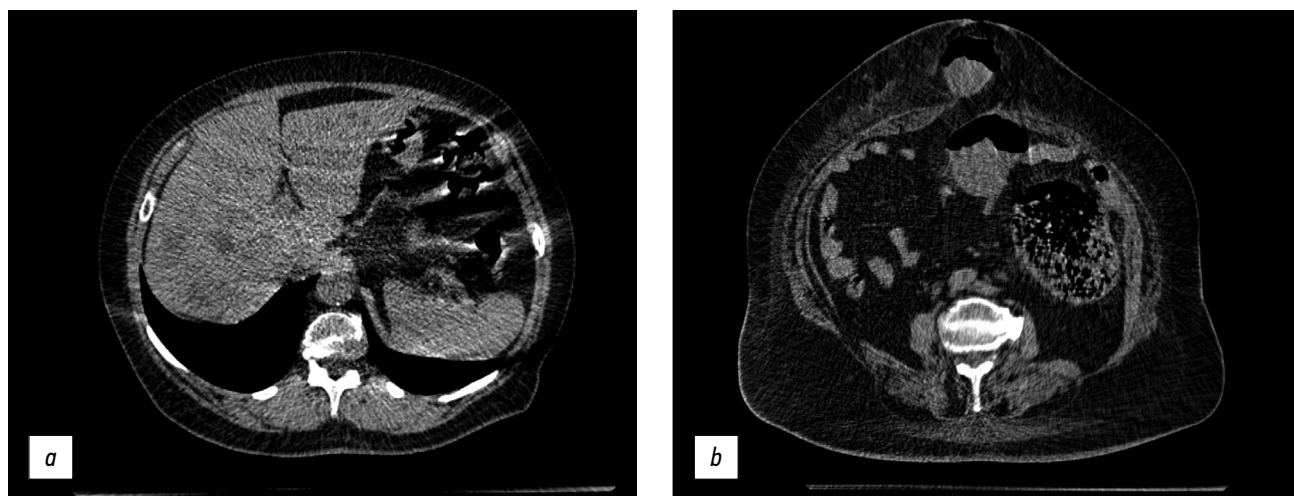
Аксиальные компьютерно-томографические изображения органов брюшной полости: *a* — КТ-картина многочисленных гиподенсных образований обеих долей печени, артефакты спирального сканирования и обусловленные границей газа (helical, gas interface artifacts) в области кишечника; *b* — КТ-картина ущемлённой пупочной грыжи.
